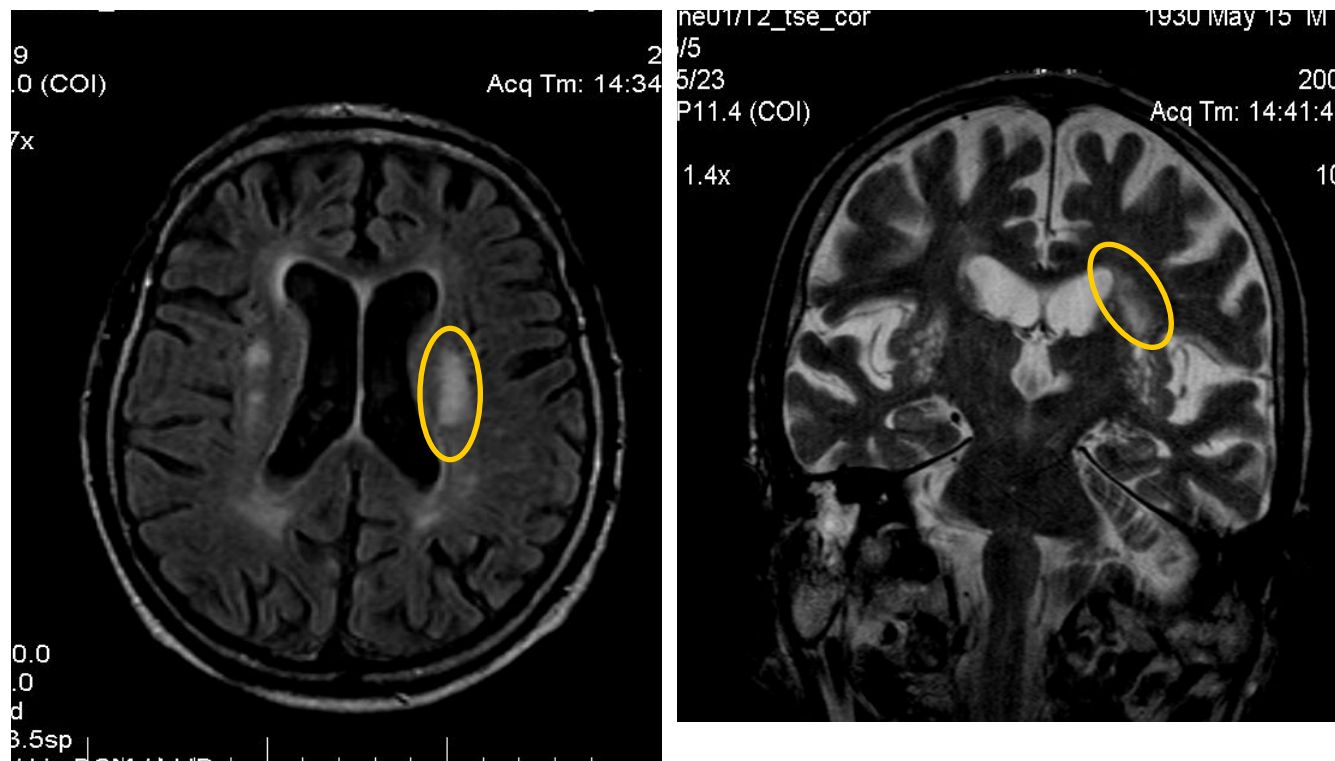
МР-томограмма в аксиальной плоскости
